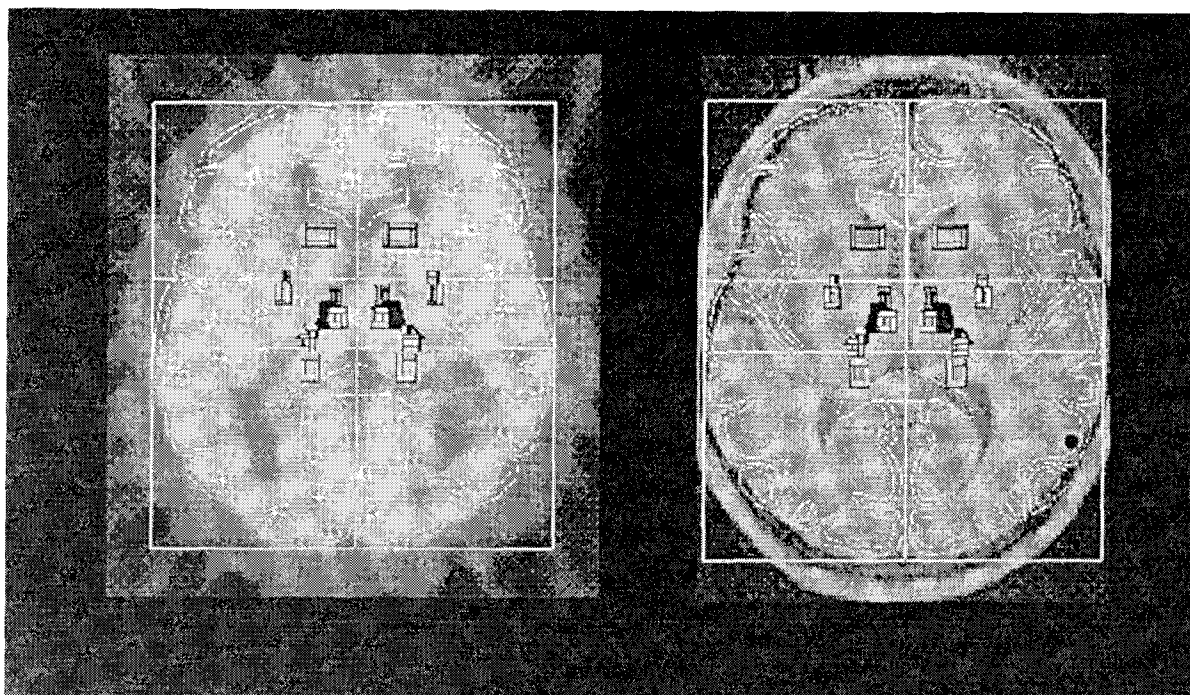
Exemple de superposition d'images TEP et IRM et de l'atlas de Talairach digitalisé
